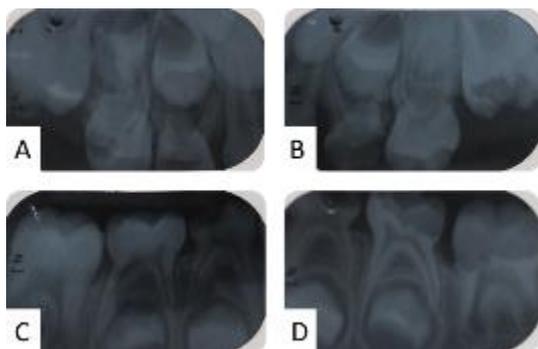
Radiografia periapicais. Molares superiores esquerdos (A) e direitos (B), molares inferiores esquerdos (C) e direitos (D)
